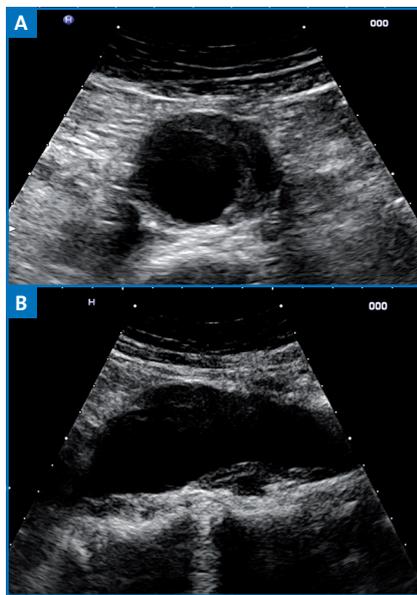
Anévrysme de l'aorte abdominale en échographie mode B. A : coupe axiale. B : coupe longitudinale.
